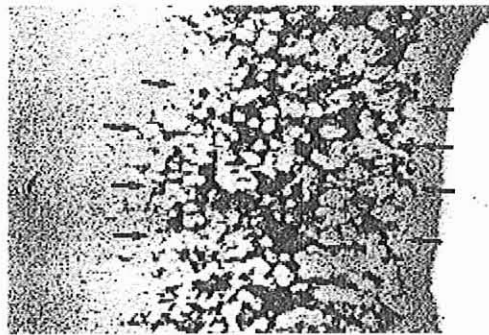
Aspect de la dentine interglobulaire sur un cliché de micro-radiographie. [50]
